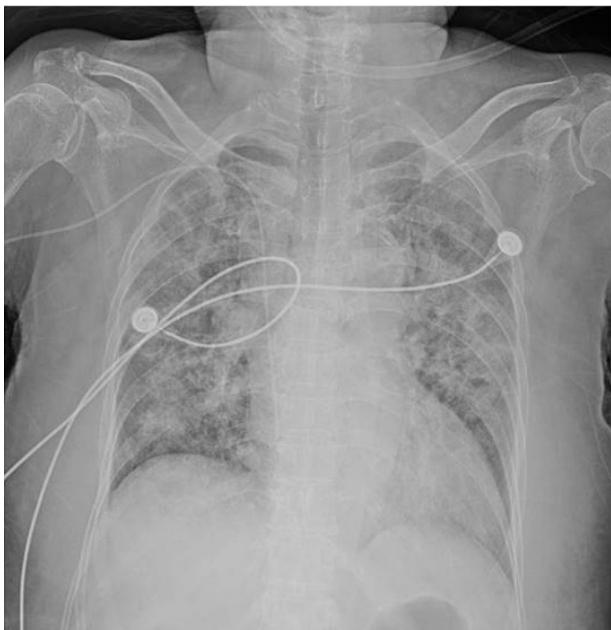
Chest radiograph showed bilateral multi-focal pneumonic consolidation.
